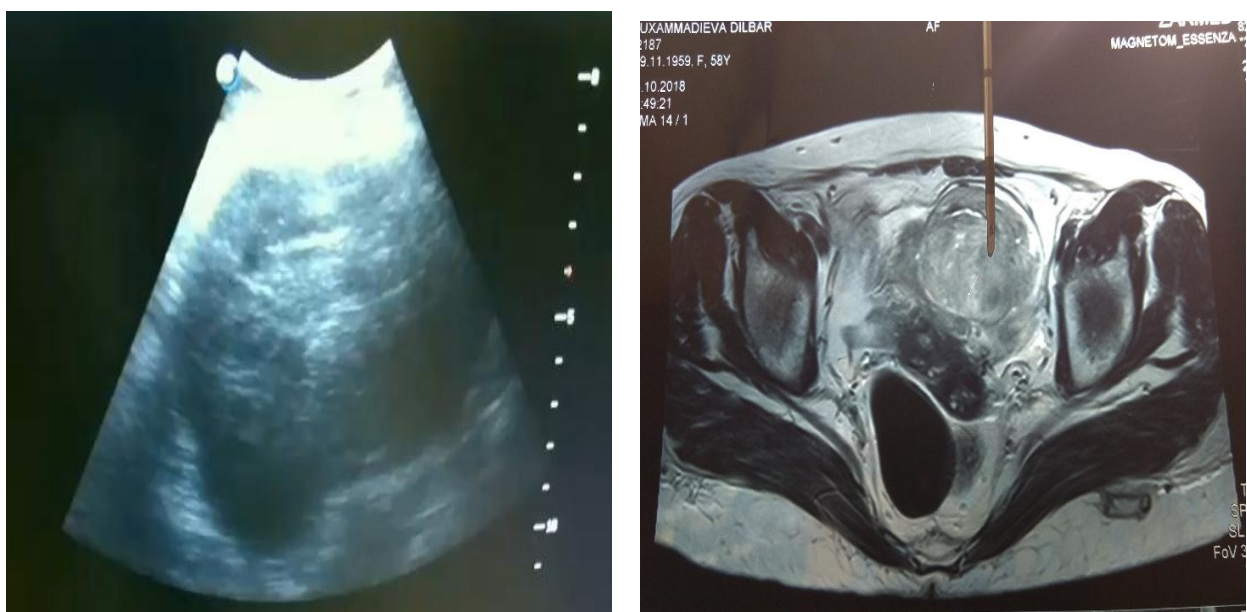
Биопсия при помощи УЗ наведением и МСКТ наведением.
